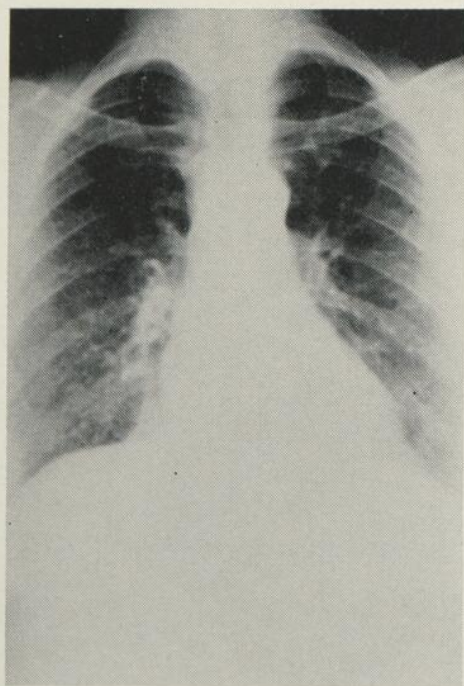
Radiographie pulmonaire de face et profil. Opacité de l'angle cardio-phrénique droit et de la région postéro-inférieure.
